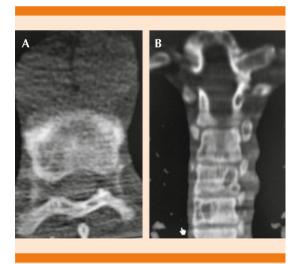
Tomografía simple de columna toraco-lumbar donde se observan lesiones líticas a nivel de T3-T4. Corte coronal (A) y axial (B).
